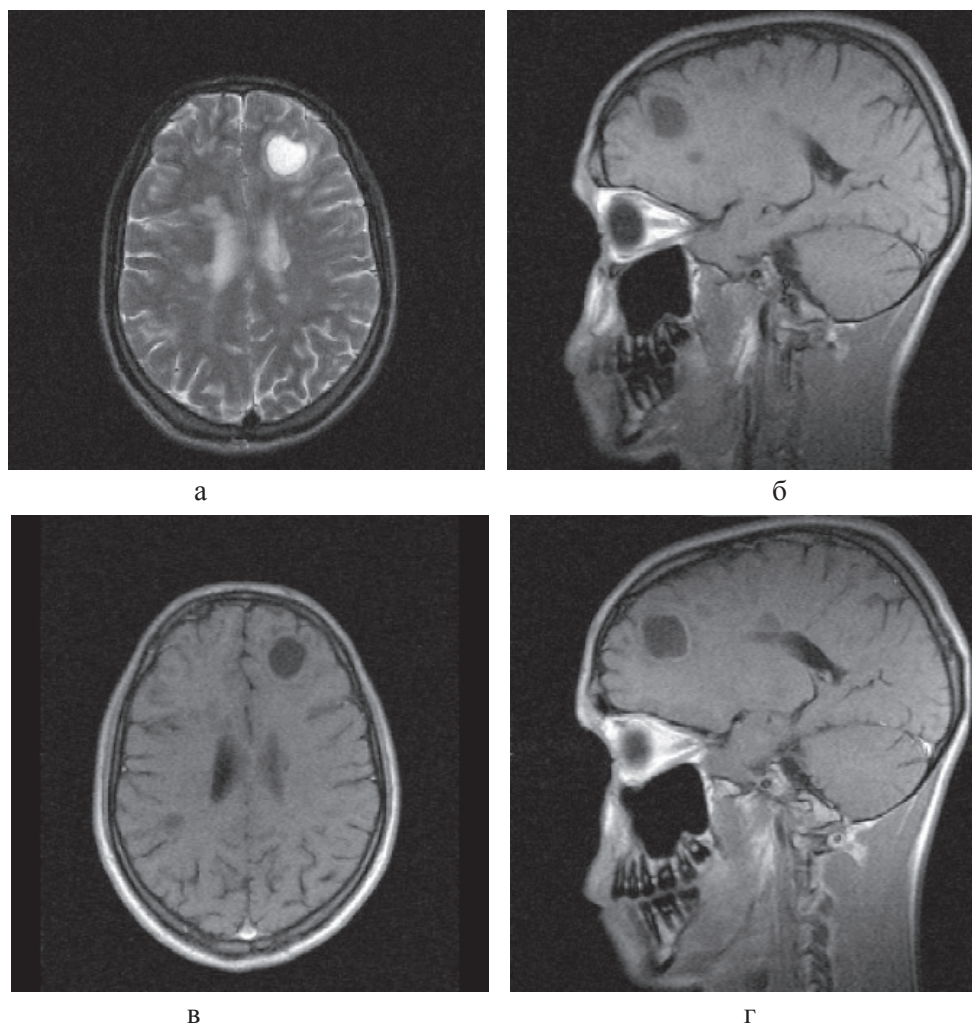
Больной К., 19 лет, с диагнозом рассеянного склероза, исходные МР-томограммы до начала терапии ребифом: аксиальное T2 (а), и сагиттальное T1 (б) – сечение до контрастирования; в, г – после контрастирования омнисканом. На аксиальных T2 и T1 сечениях видны множественные очаги демиелинизации, один из которых с формированием полости с очерченной капсулой в лобной доле слева. Большинство очагов расположены перивентрикулярно, захватывают белое вещество, отмечается и прикортикальное их расположение. Вовлечены мозолистое тело, ножки мозга и мозжечка. На рис. в, г после введения парамагнетика контраст не выражен, но всё же накапливается на отсроченных томограммах, что указывает на определенную степень активности процесса (б – до введения омнискана; в – на 7 минуте исследования; г – спустя 20 мин после введения). Более четкое включение контраста имеется в ножках мозга, по краю валика мозолистого тела
